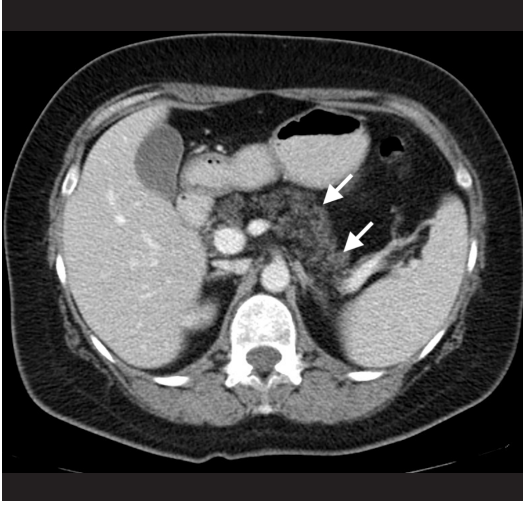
A-C. Pankreasta fokal yağlanma. (A) Akciğerde nodül nedeniyle takipli 55 yaşında kadın hastanın metastaz taraması amacıyla yapılan kontrastlı abdomen BT incelemesinde pankreas başında fokal yağlanmaya bağlı hipodens görünüm (ok) izlenmektedir. Hastanın üst abdomen MRG incelemesinde iç faz (B) ve dış faz (C) görüntülerinde fokal yağlanma gösteren alanda dış faz görüntülerde sinyal kaybı olduğu (siyah oklar) izlenmektedir.
